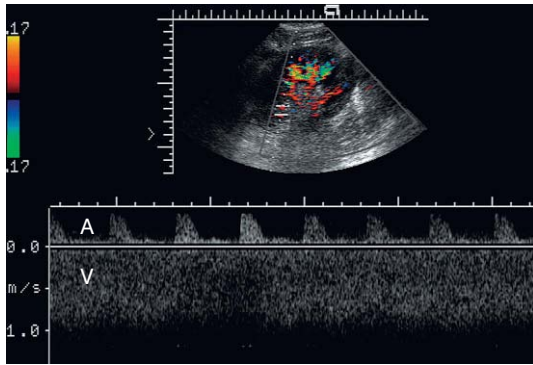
Trazado espectral Doppler del pedículo vascular renal que incorpora la forma de onda tanto arterial (A) como venosa (V). Obsérvense la elevada velocidad en la vena, que se aproxima a 1 m/seg, y la alta resistencia correspondiente en el trazado arterial. Se identificó en la cirugía una estenosis de la vena renal secundaria a cicatrices.
